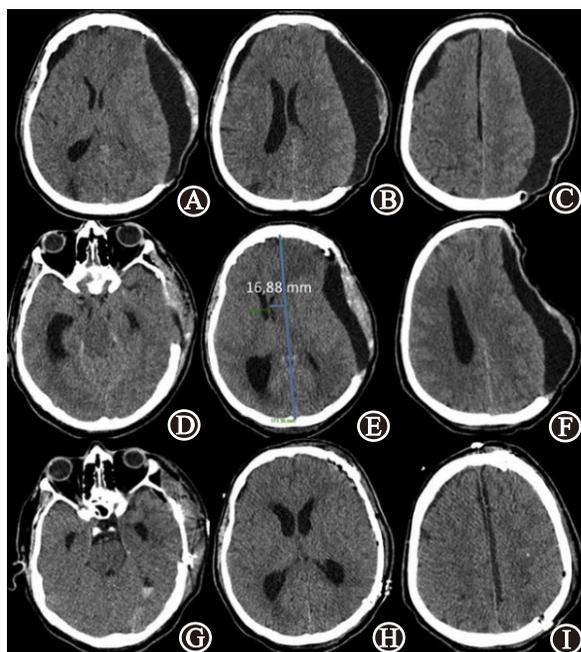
颅脑损伤去骨瓣减压行颅骨修补术后继发硬膜外积液典型病人影像:A~C为颅骨修补术后2.5个月,CT提示双侧硬膜下积液,左侧占位效应明显,中线向右移位;D~F为左侧经皮硬膜下引流后中线偏向去骨瓣反方向,大脑镰下疝挤压桥前池;G~I为彻底引流后中线移位显著回复,基底池再现
